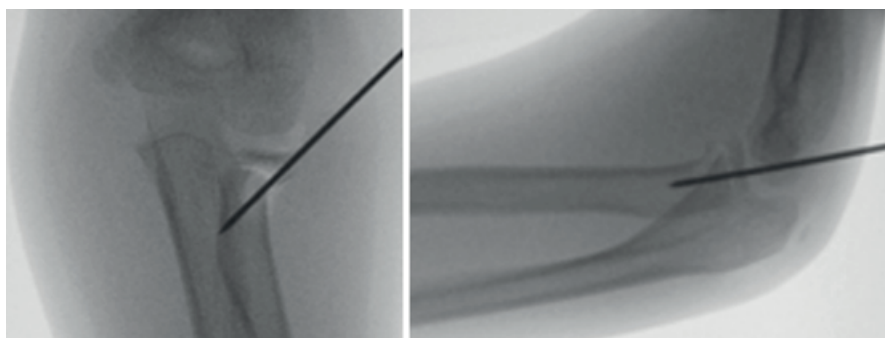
Radiografía post reducción abierta + fijación.
